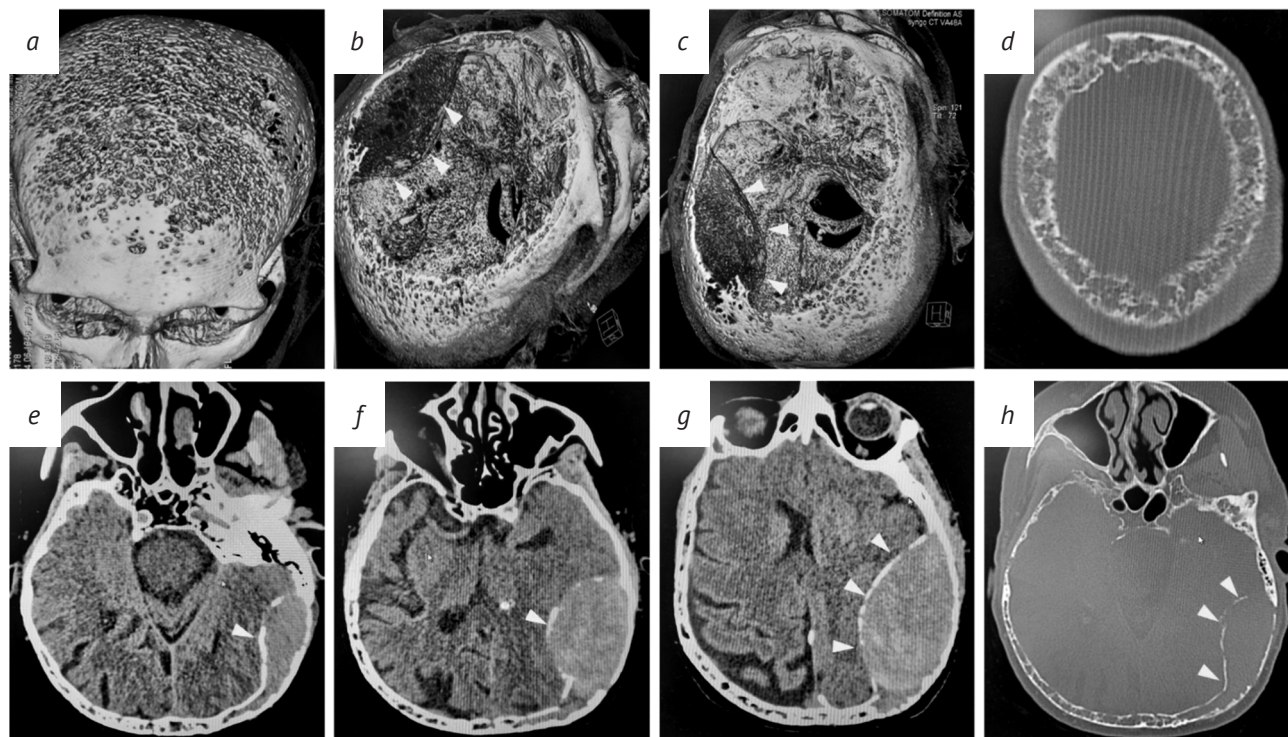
Результаты мультиспиральной компьютерной томографии головы:
